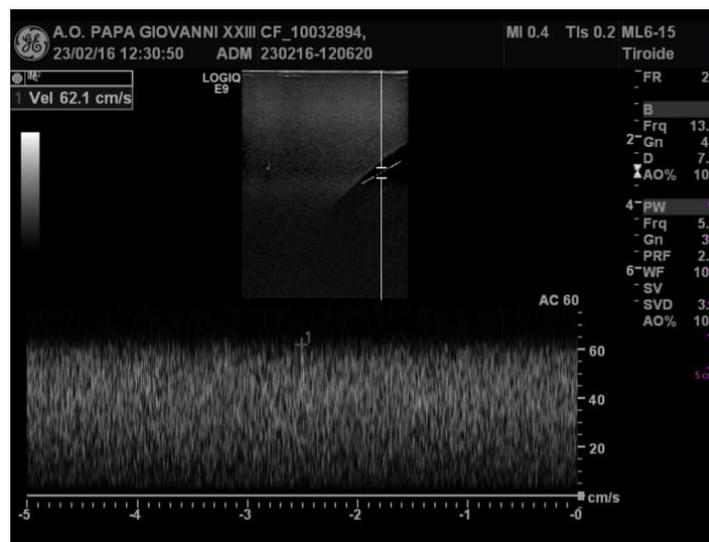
controllo velocimetria in modalità Doppler
